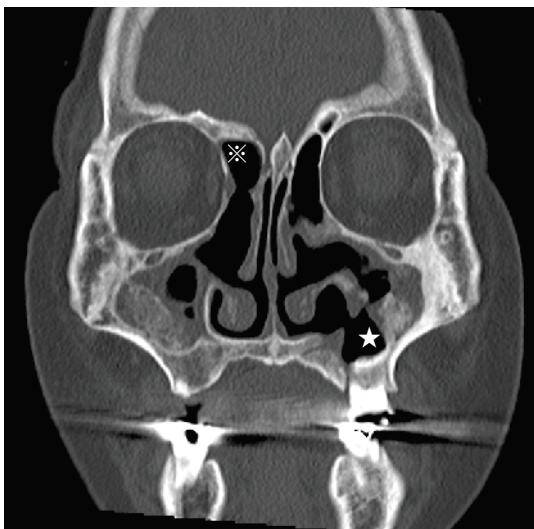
e) EMMM術後冠状断CT：EMMM術後嚢胞開放良好(☆)で再発は認めていない。※は右篩骨嚢胞開放部。
